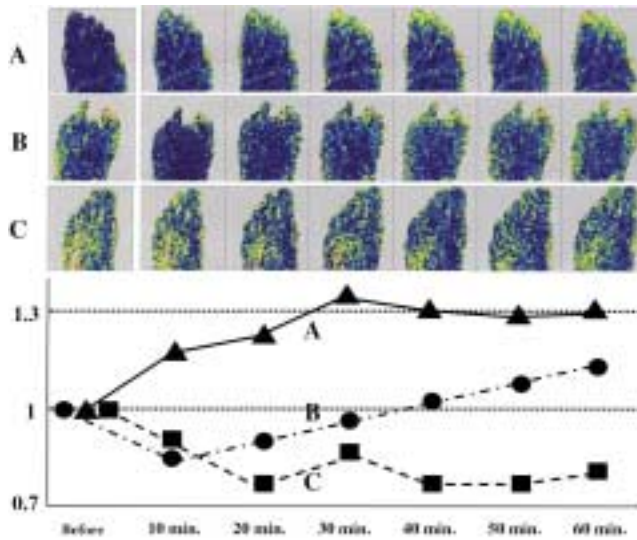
Ischemic feet were divided into 3 types in observing serial laser Doppler perfusion images of the dorsum pedis after intravenous lipo-PGE₁ administration for 30 minutes.
